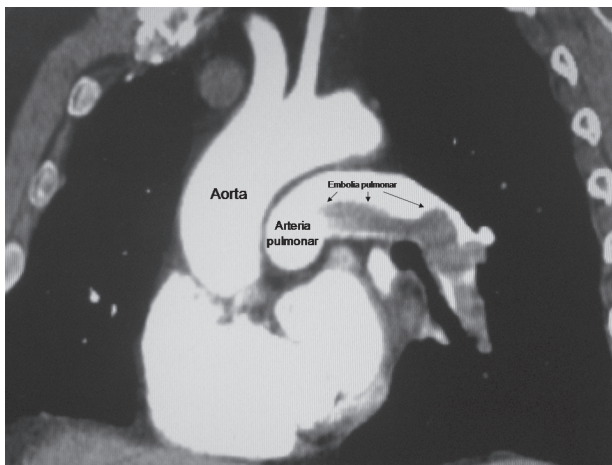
Angiotomografía computarizada.
